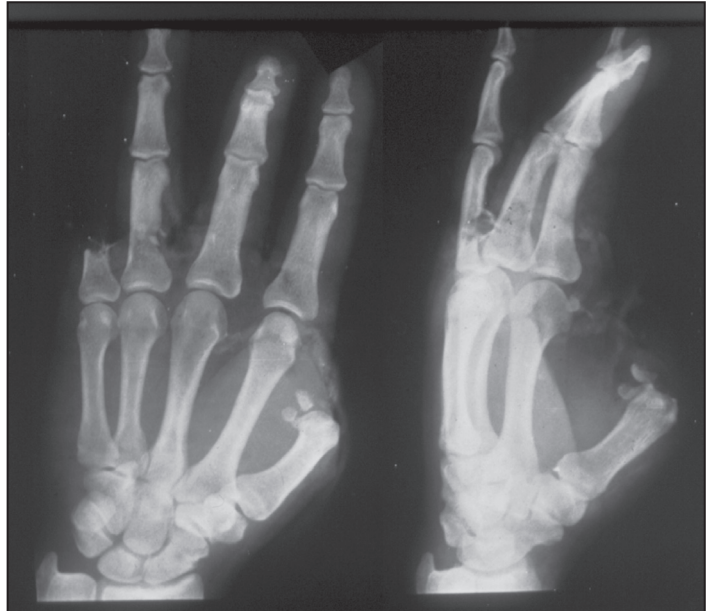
Больной С., рентгенография левой кисти до реконструкции I пальца
